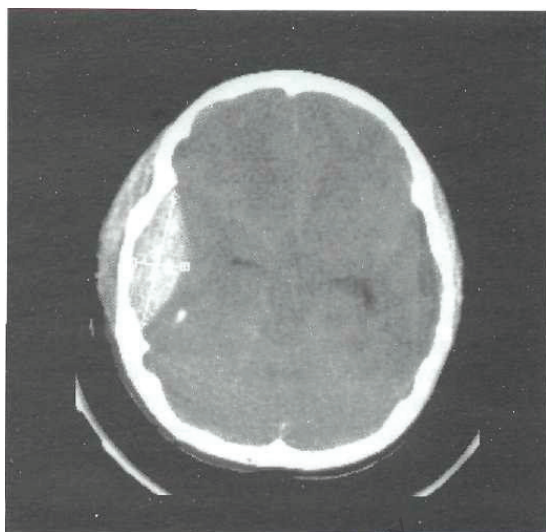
КТ–изображение острой гематомы в правой височной области, сопровождающийся отеком головного мозга (мальчик 13 лет). Выявляется зона высокой плотности в виде двояковыпуклой линзы и диффузное сужение внутричерепных пространств, содержащих ликвор
